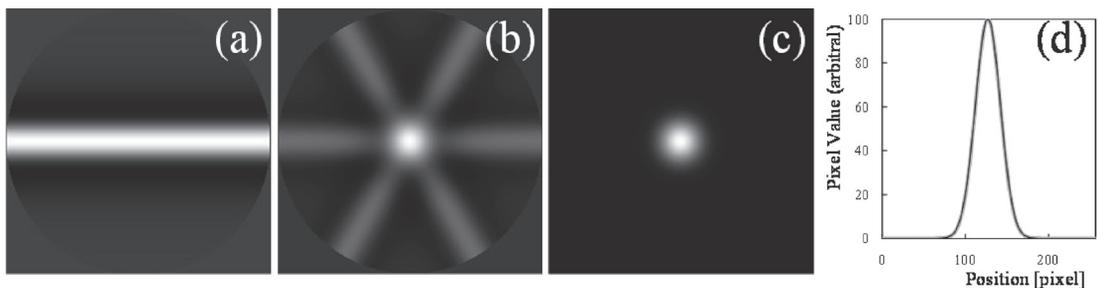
Image reconstruction with a filtered back projection method using a Shepp-Logan filter in computed tomography
